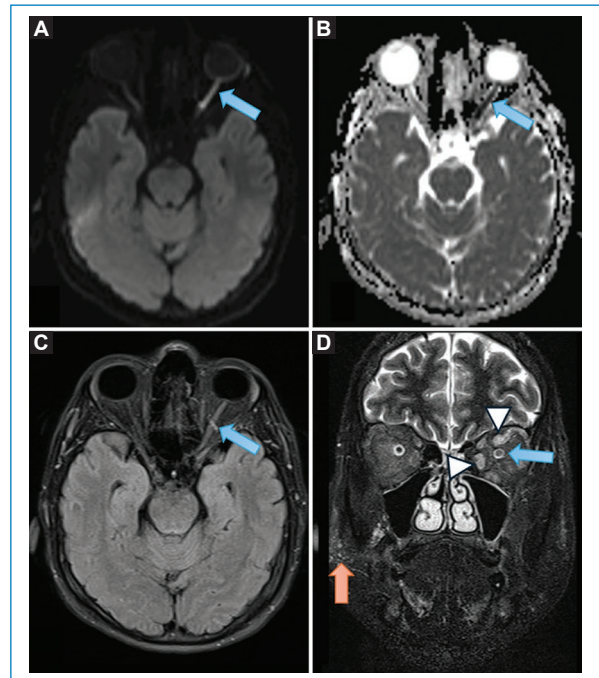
Lesión en todo el segmento intraorbitario del nervio óptico izquierdo, con restricción en las secuencias de difusión DWI (A) y mapa ADC (B), e hiperintensa en las secuencias FLAIR axial (C) y STIR coronal (D) en comparación con el nervio óptico contralateral, en relación con un infarto agudo del nervio óptico izquierdo (flecha azul), asociado a hiperintensidad de los músculos intraorbitarios en relación con edema (punta de flecha). Se observan hiperintensidades puntiformes en el tejido celular subcutáneo cigomático derecho en relación con cambios tras la infiltración de plasma rico en plaquetas (flecha naranja).
